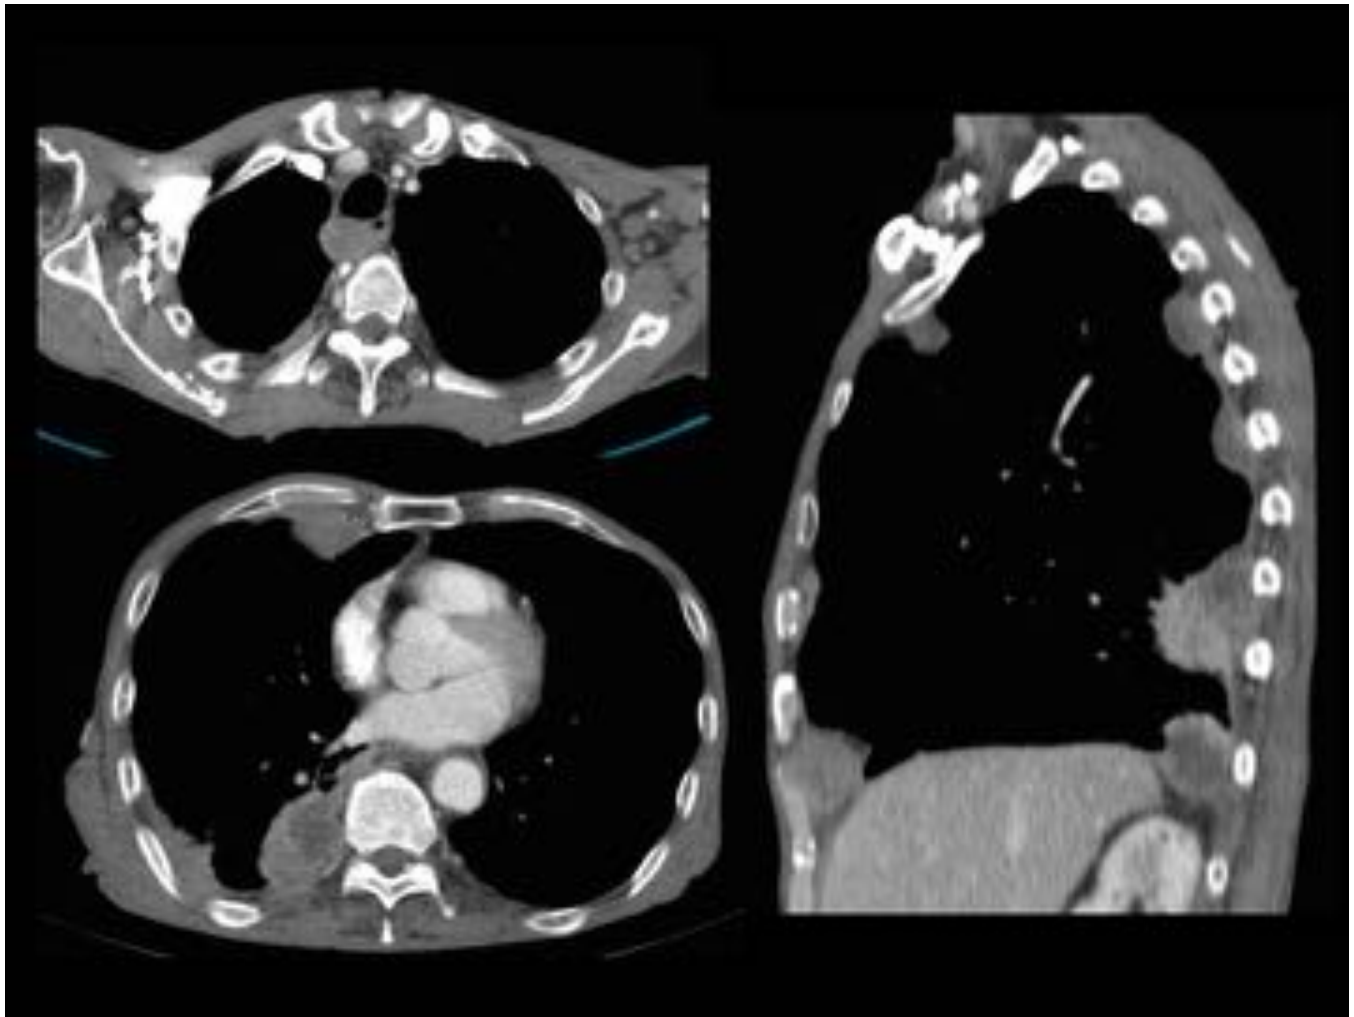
Cortes axiales de TC torácocabdominopélvico con CIV. Muestra un engrosamiento pleural extenso del hemitórax derecho con placas calcificadas secundarias a la exposición al asbesto. El tumor rodea a todo el hemitórax derecho a modo de anillo. Extensión transdiafragmática y metástasis hepáticas.
